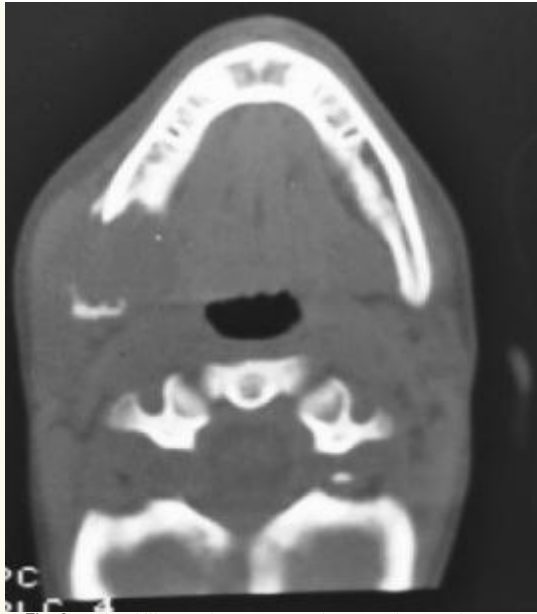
Eosinophilic granuloma. Computed tomography scan shows a mandibular tumour, with cortical erosion and periosteal reaction.
